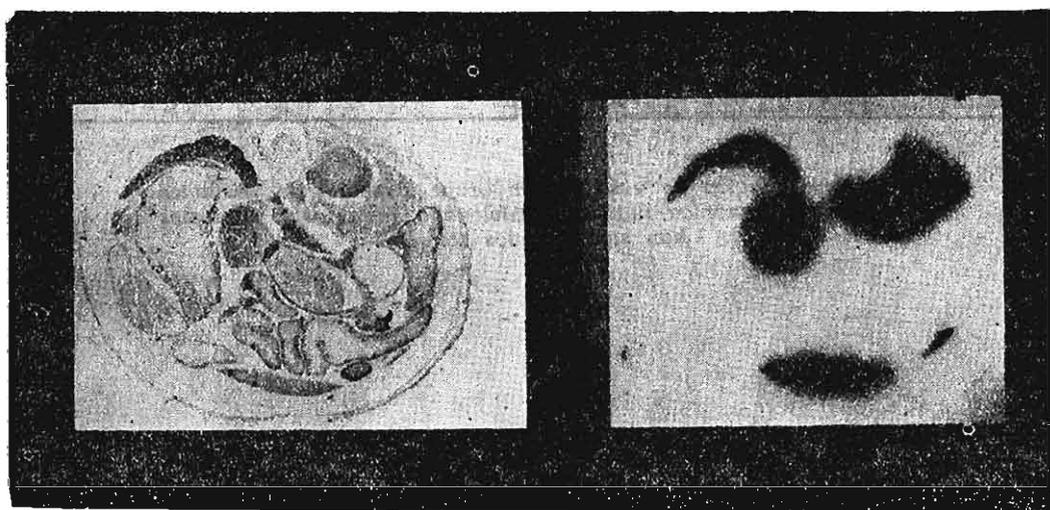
Preparación histológica y autoradiografía del hígado y el bazo de un ratón, en los cuales se ha localizado el radioisotopo cromo.
